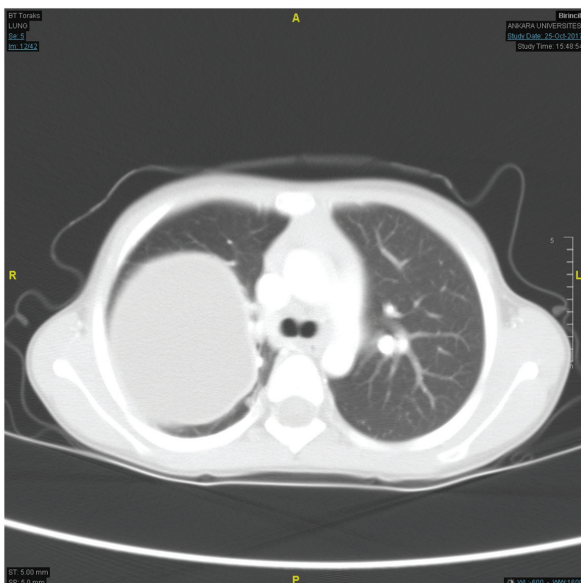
CT scan of cyst hydatid
